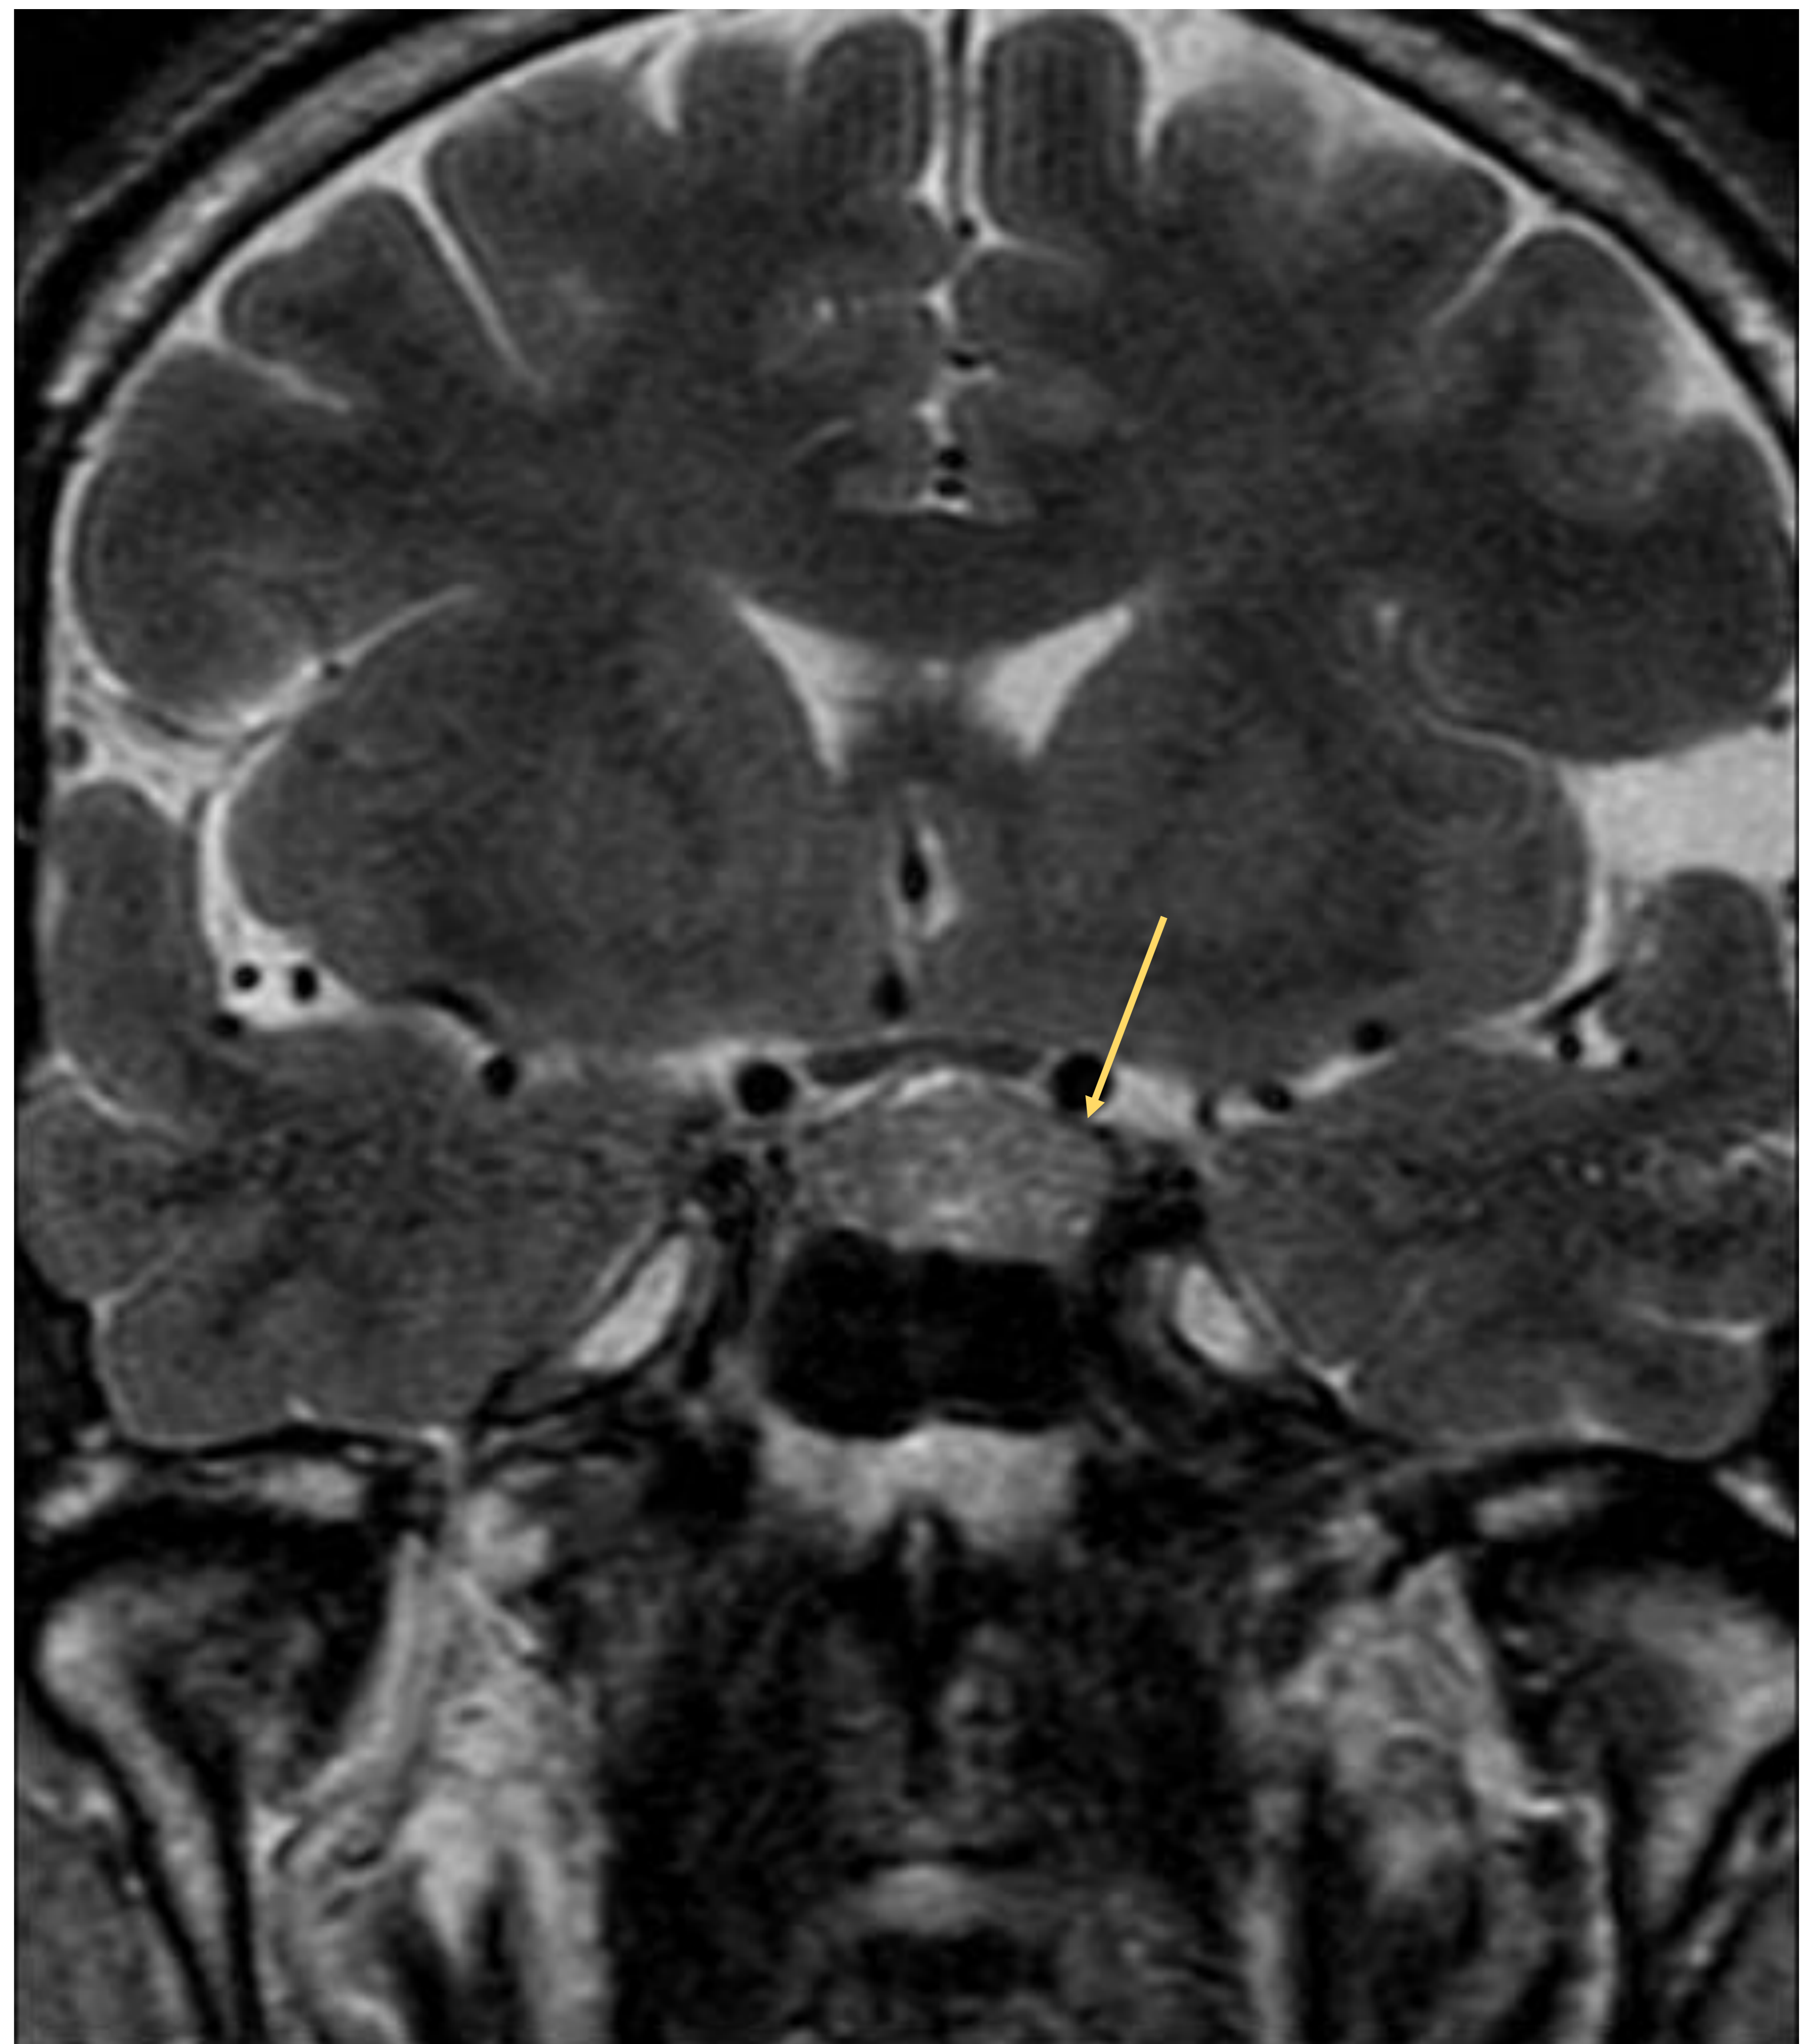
Axial T2 FLAIR donde se visualiza macroadenoma hipofisario. Fuente: propia.
